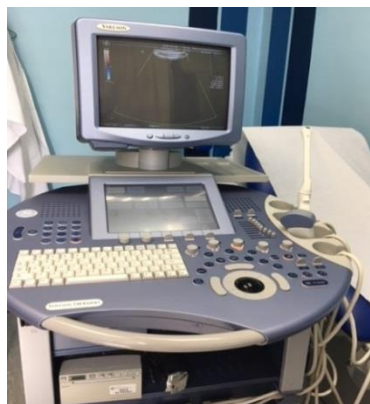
Equipo de ultrasonidos actual.
